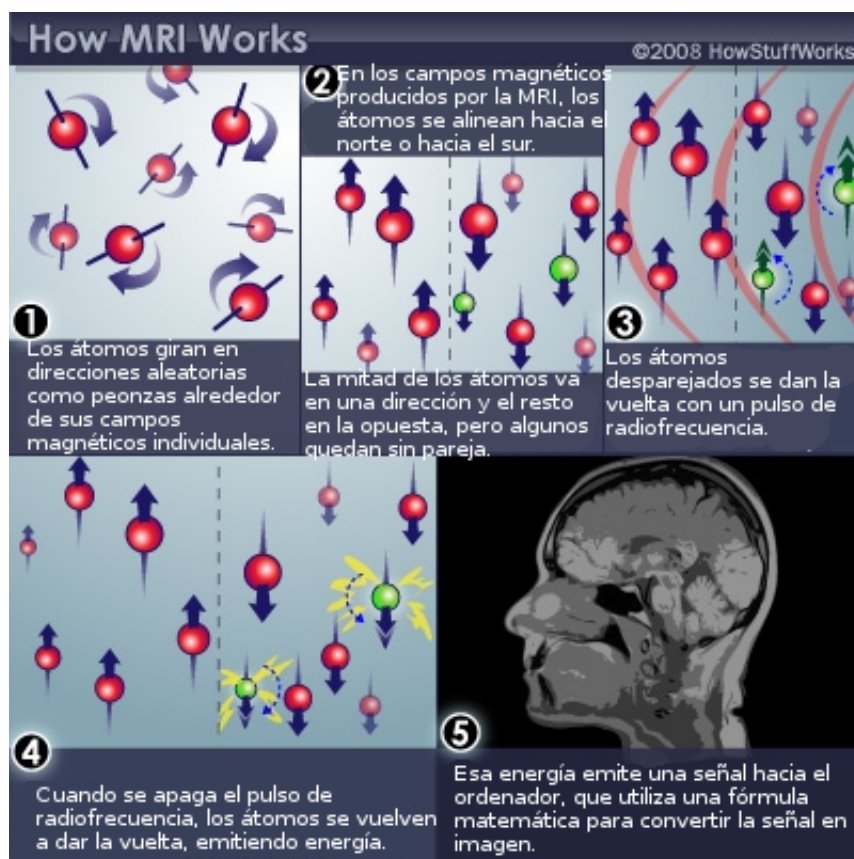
Principio de funcionamiento de la obtención de imágenes mediante resonancias magnéticas.
